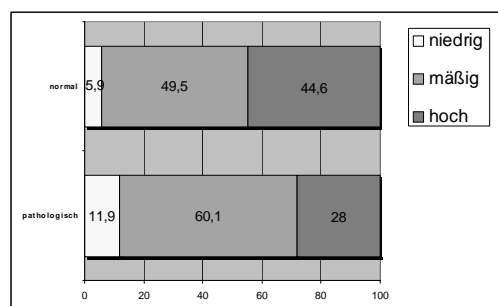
Relative Häufigkeit der Dosisgraduierung des ersten Protokolls der Chemotherapie in Abhängigkeit von einer normalen oder pathologischen Echokardiographie
